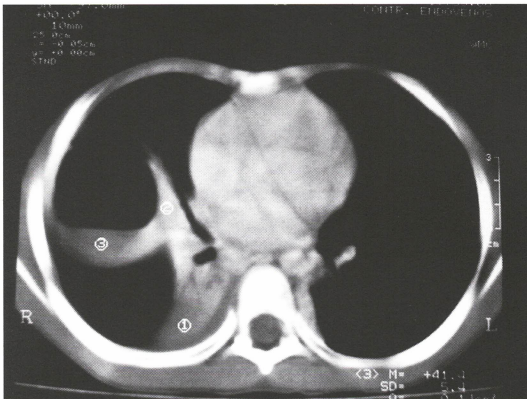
Tomografía axial computada mostrando masa quística con nivel hidroaéreo en base pulmonar derecha.
